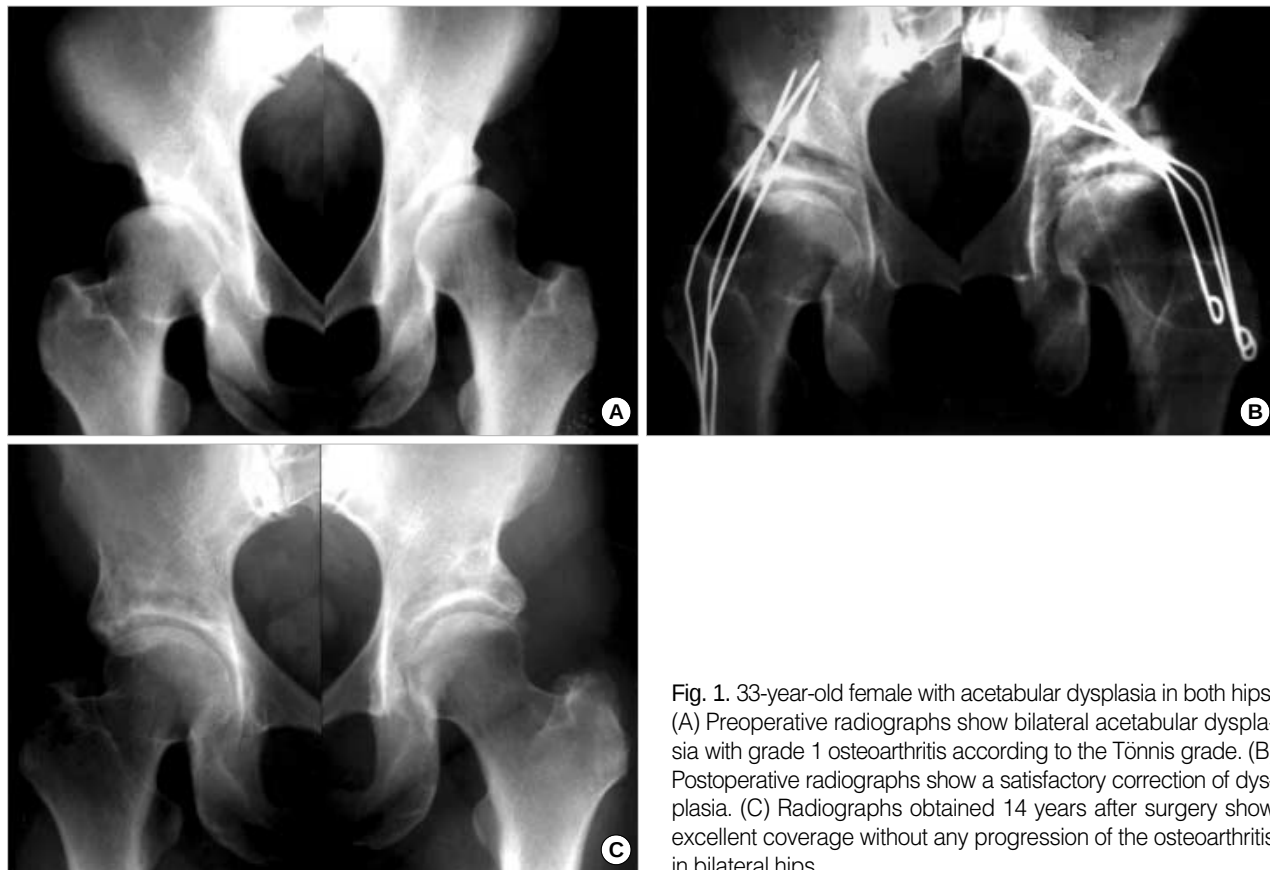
33-year-old female with acetabular dysplasia in both hips. (A) Preoperative radiographs show bilateral acetabular dysplasia with grade 1 osteoarthritis according to the Tönnis grade. (B) Postoperative radiographs show a satisfactory correction of dysplasia. (C) Radiographs obtained 14 years after surgery show excellent coverage without any progression of the osteoarthritis in bilateral hips.
